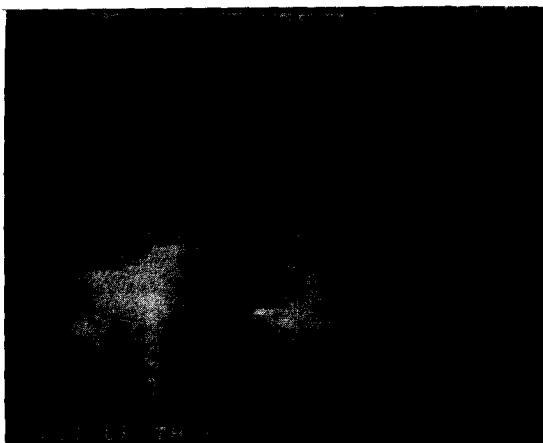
Preop. Chest Sonogram (case 1)
